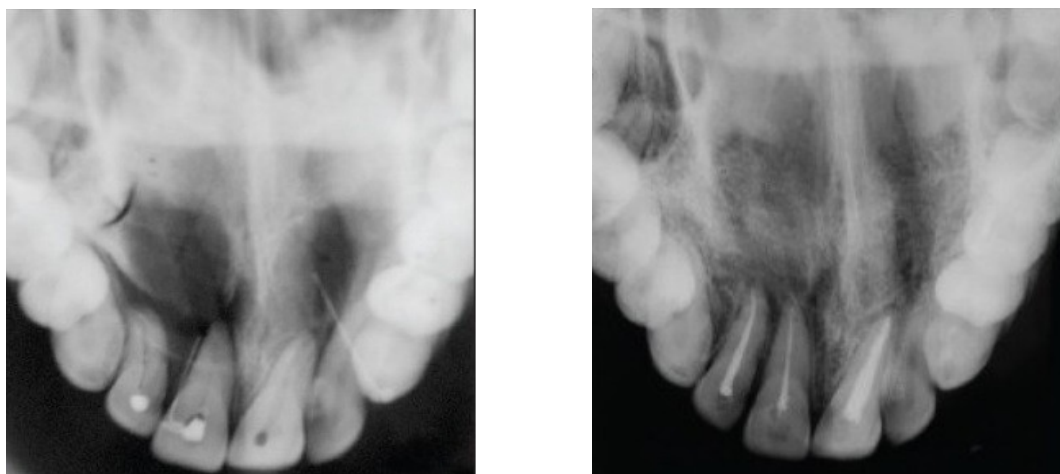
Radiographies occlusales pré-opératoire (à gauche) et à 1 an (à droite) d'un kyste radiculaire (63)
